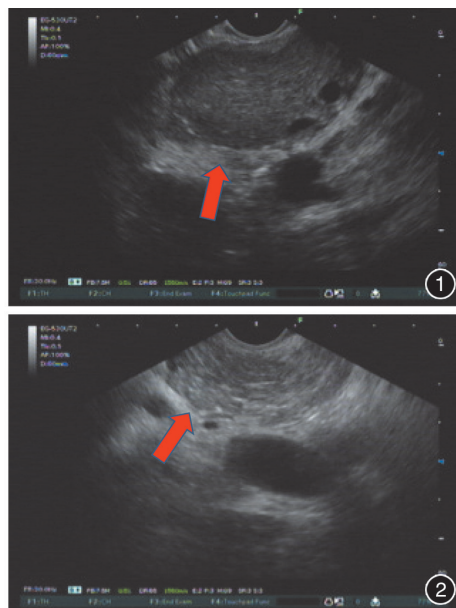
膀胱癌胰腺继发转移灶内镜超声下呈低回声不均匀占位表现,边界尚清 图 2 正常胰腺组织内镜超声下呈均匀、中等回声
